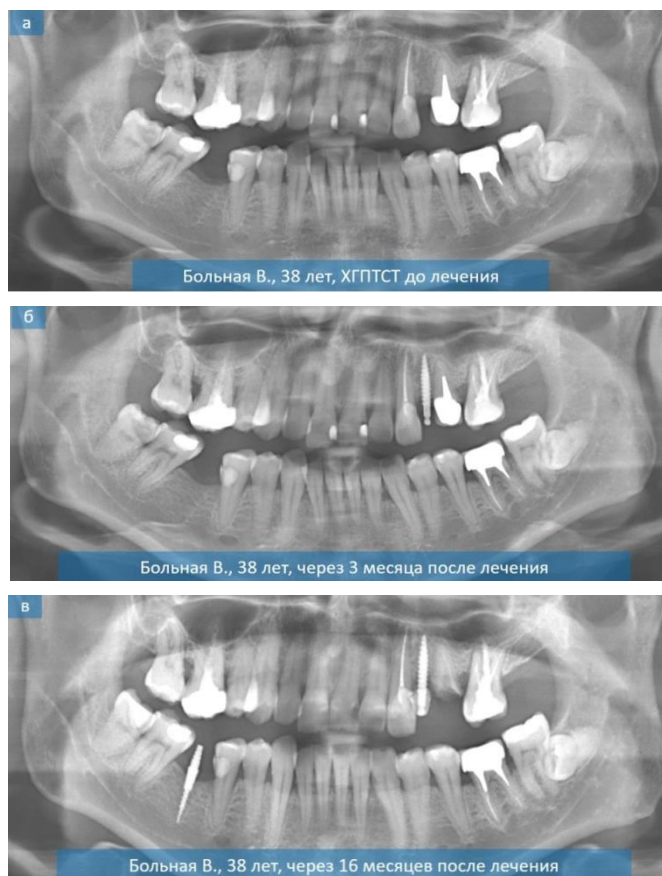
Ортопантомограммы пациента В., 38 лет до (а) и после (б, в) проведенного лечения (основная группа)
